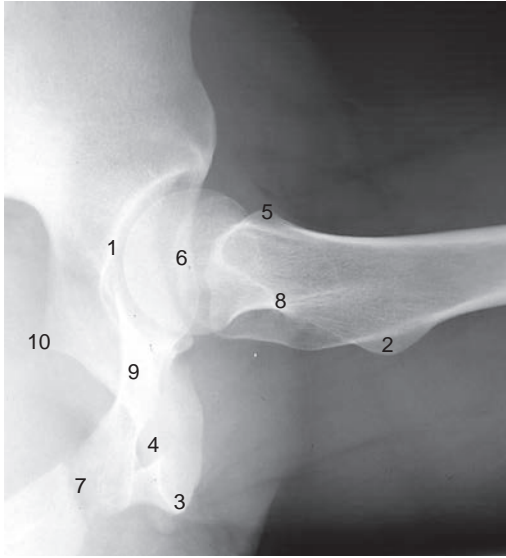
Radiographie de hanche de profil.
